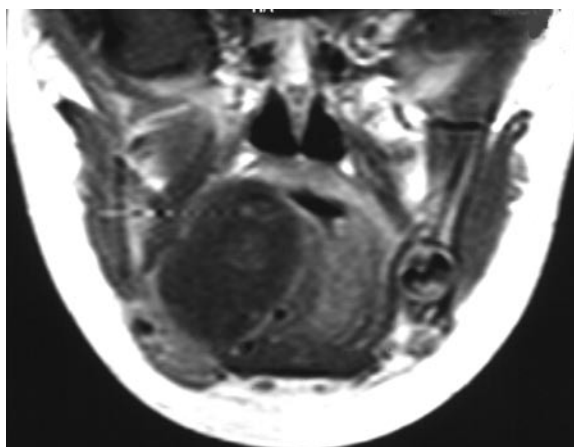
Contrast-enhanced T1-weighted images, coronal projection.
